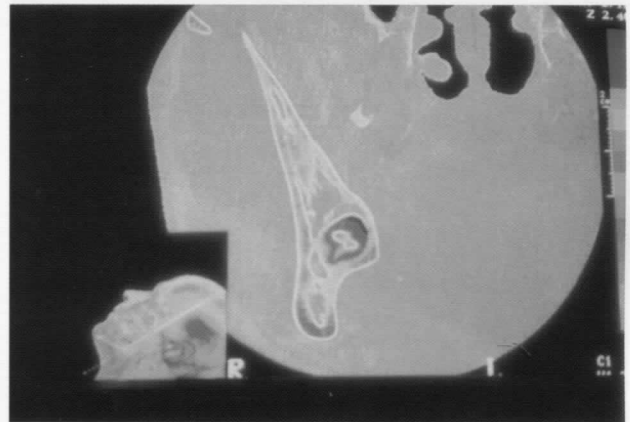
A. Cordal inferior derecho incluido intraóseo mesioangular que presenta una banda radiolúcida que cruza por encima de los ápices, con pérdida de la cortical superior sin desviación del trayecto dentario. B. Tomografía axial computadorizada en la que se observa el nervio dentario inferior por vestibulo, comprimido entre la cortical vestibular y las raíces del molar; dada la extraña disposición (la forma de media luna del nervio dentario inferior), estaría indicado practicar una densitometría ósea para confirmar la localización atípica del nervio dentario inferior.
